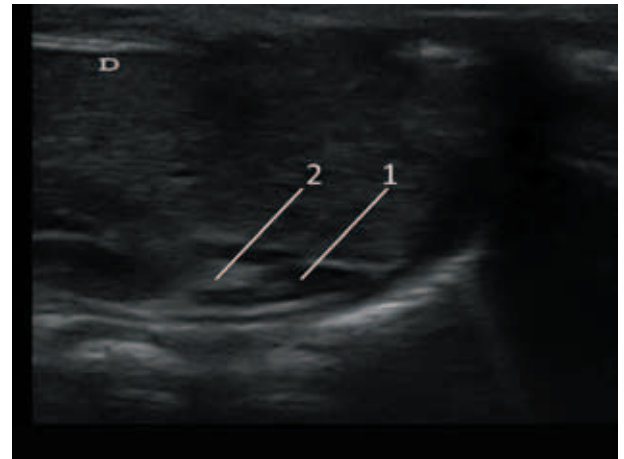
УЗИ правого надпочечника девочки в возрасте 19 дней жизни, родившейся на 38-й неделе гестации (диагноз: здорова), продольное сканирование в В-режиме: надпочечник треугольной формы, контуры четкие, ровные; четкая дифференцировка на корковый (стрелка 1) и мозговой (стрелка 2) слои. Размеры: ширина 9,7 мм, высота 11,4 мм, толщина 3,6 мм
